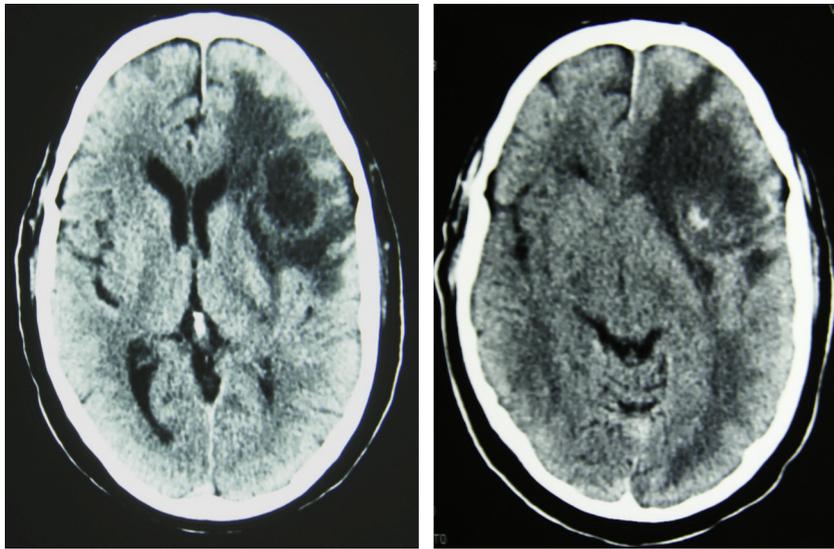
Tomografía computarizada cerebral sin contraste que muestra lesión ocupante de espacio fronto-temporal izquierdo con importante edema perilesional y desviación de línea media.
